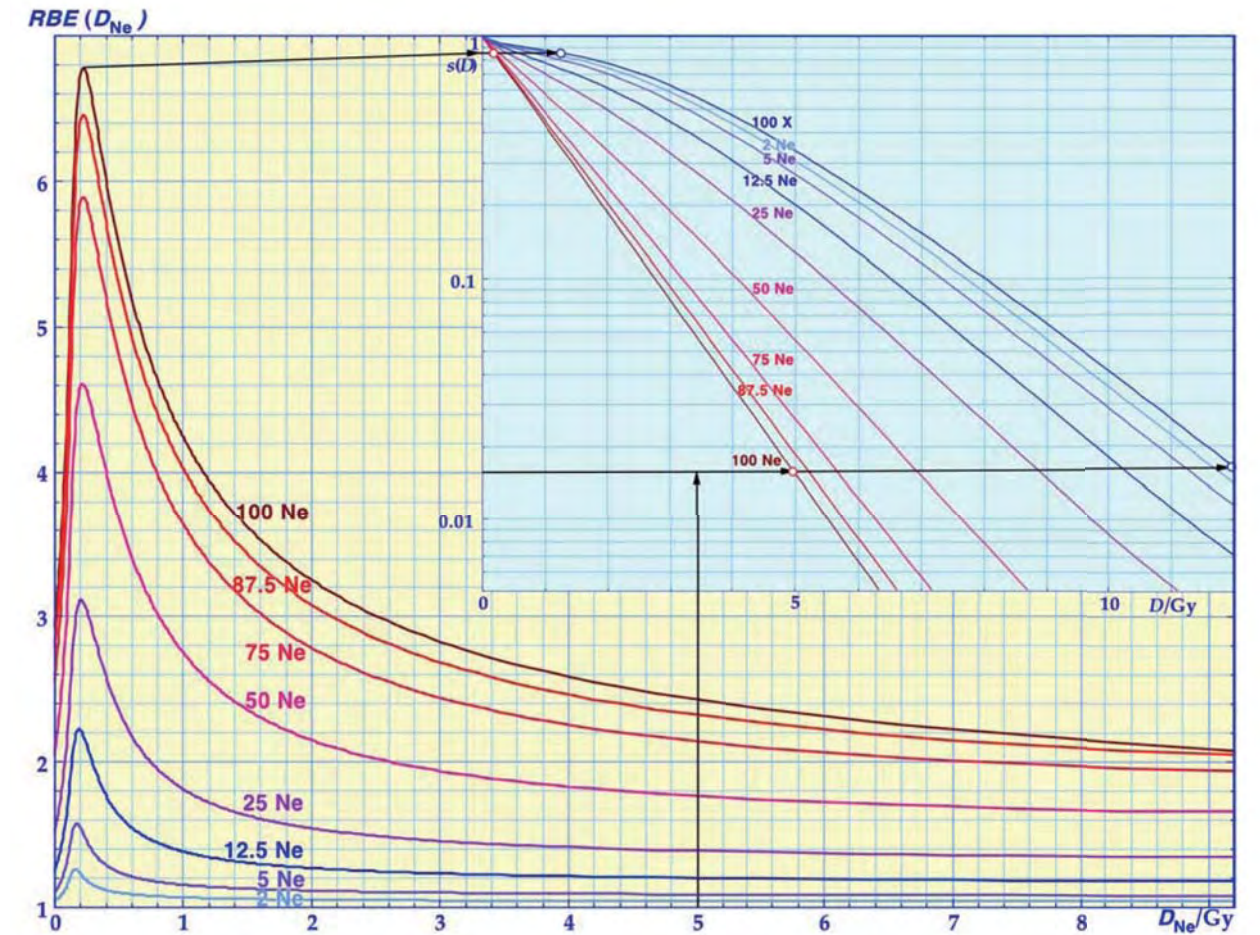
The cell survival curves for different combinations of X-rays and neon ions (insert). It is seen that low doses per fraction result in a very high RBE (~6) whereas high doses beyond 5 Gy result in an RBE of 2.5 or less. A high dose per fraction will therefore be better tolerated by normal tissues whereas the tumor is less protected since its cell survival has a less curvy shape (based on experimental data [14] and biological modeling [15]). At very low doses per fraction this advantage disappears due to low dose hypersensitivity.
